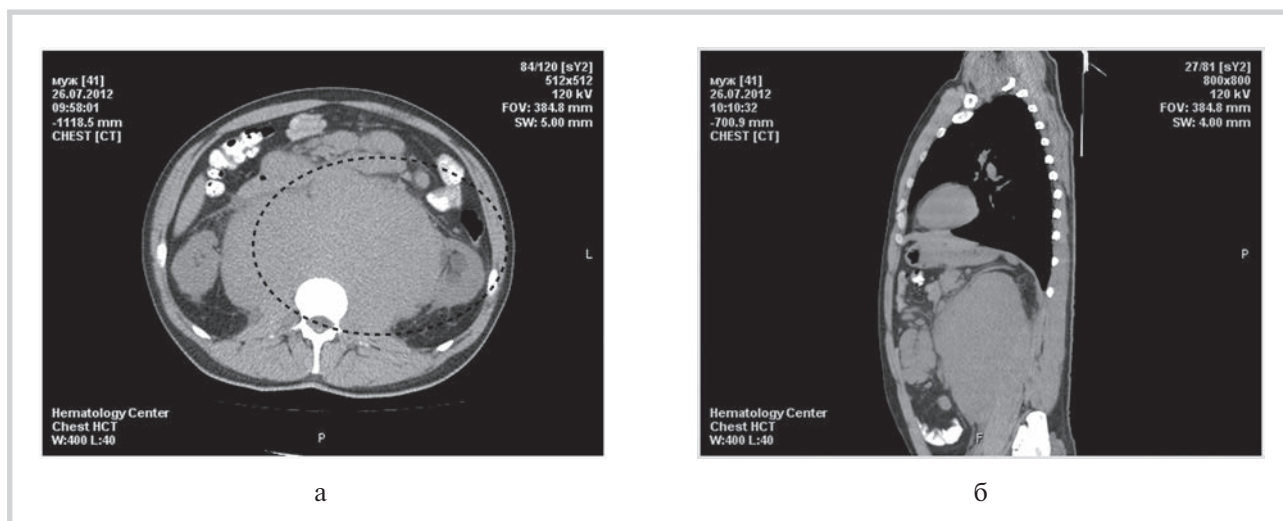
КТ органов грудной клетки (а) и брюшной полости (б): забрюшинная лимфаденопатия.
